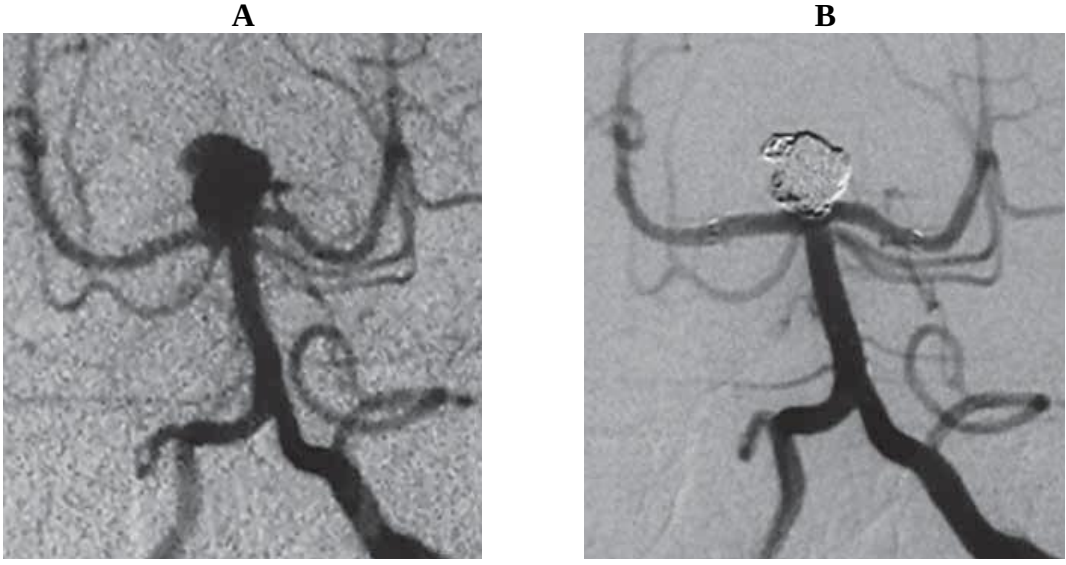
Kronik baş ağrısı ve nöbet şikayetleri ile gelen hastanın (olgu 9) anjiyografisinde her iki PSA orifislerini içerisine alan geniş boyunlu sakküler baziller tepe anevrizması görülüyor (A ve B). Y stentleme ve koil ile total embolizasyon yapıldı (C). Şekil D'de siyah oklar Neuroform ve beyaz oklar Enterprise stentlerin markerlarını gösteriyor. 6 ve 18. (E) ay kontrol DSA'da bilateral PSA açık, stent içi stenoz mevcut değil ve anevrizma total kapalı görülüyor.
